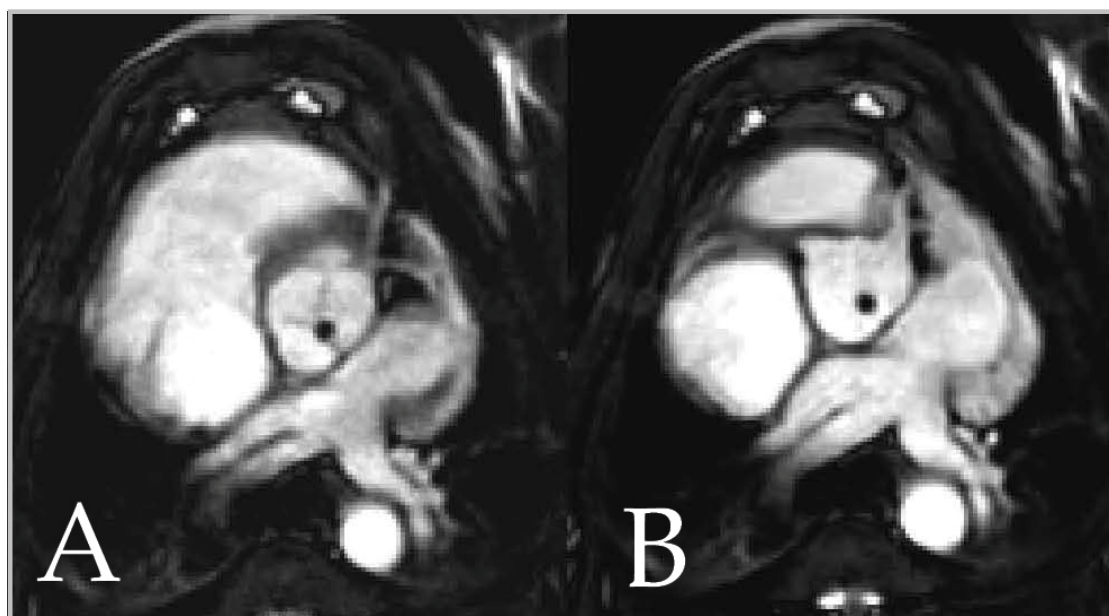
Cine-Magnetresonanzbild im axialen Schnitt durch die Aorta ascendens auf dem Niveau der Aortenklappe (A) und der Koronarostien (B). Im Zentrum der Aorta kommt ein umschriebener Suszeptibilitätsartefakt der passiven Marker zur Darstellung.
